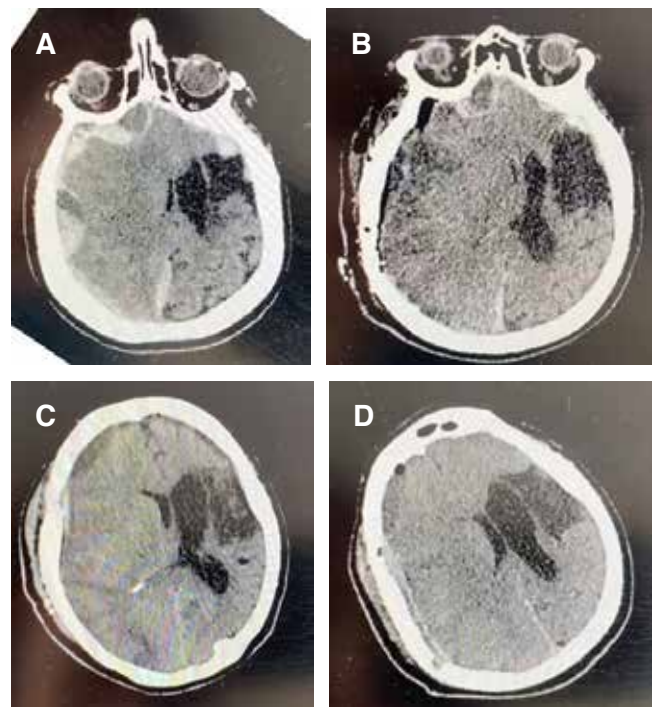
Evolución de las tomografías cerebrales sin contraste de la paciente del presente caso. A) 06/04/22. B) 08/04/22. C) 16/04/22. D) 21/04/22.
